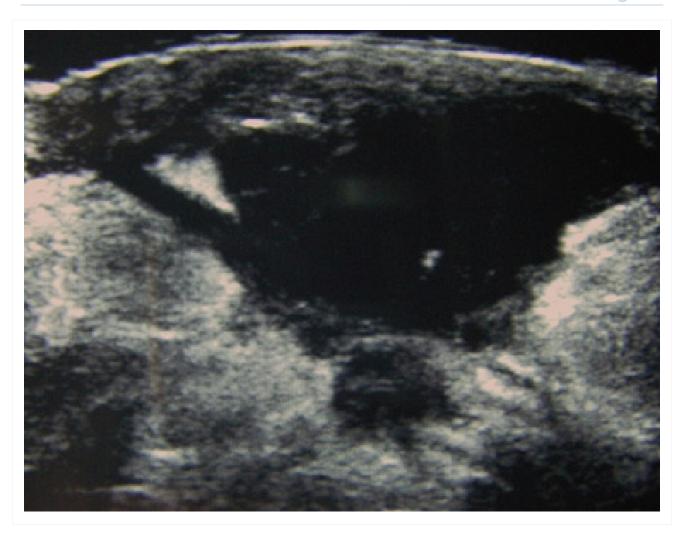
Imagem de ultrassonografia mostrando um abscesso mamário hipoecoico bem circunscrito
